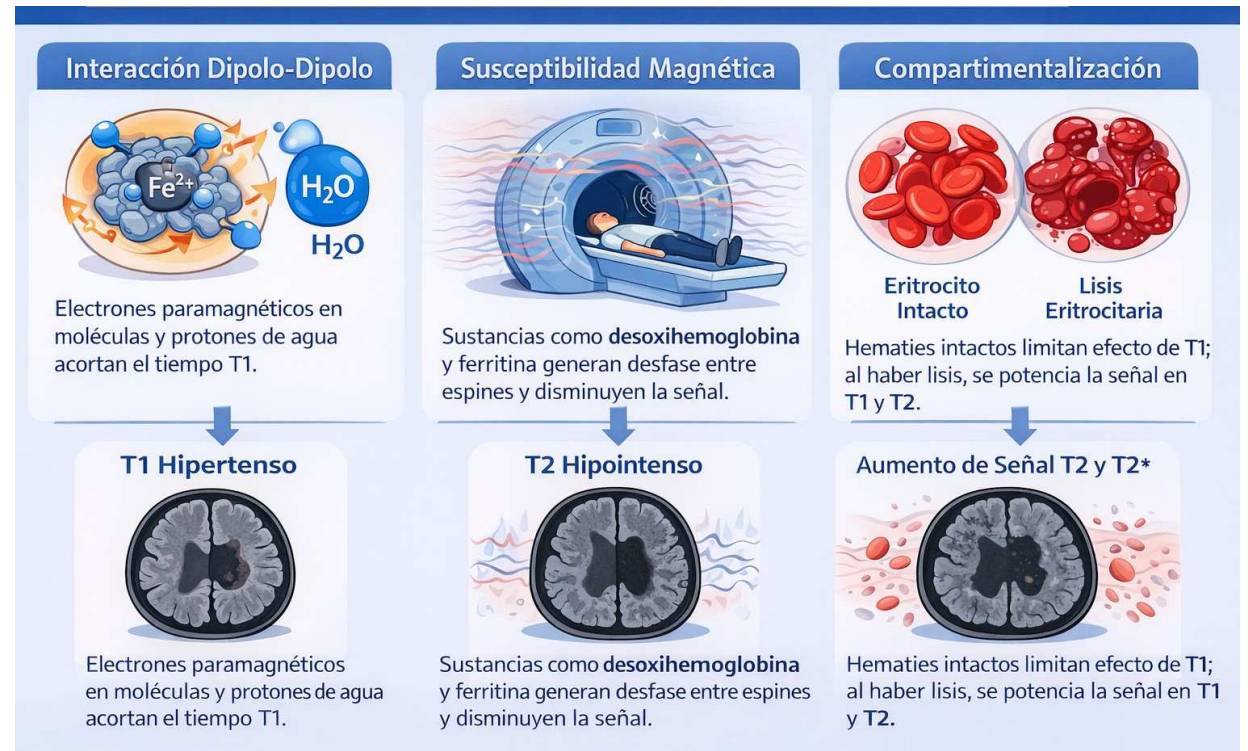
Mecanismos físicos de contraste en imagen en RM
